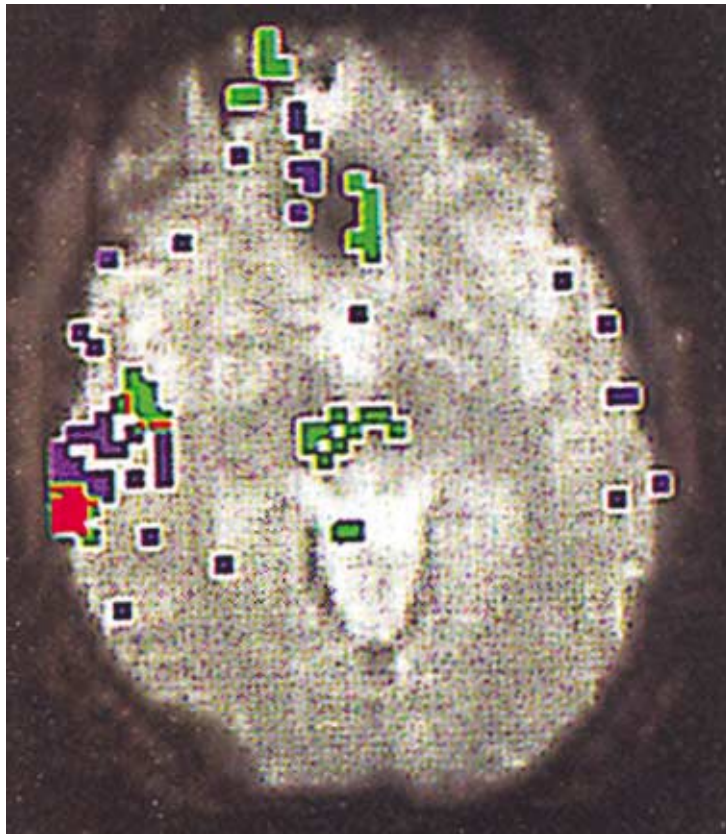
Identification par IRM fonctionnelle des régions cérébrales actives au cours des hallucinations auditives chez un patient schizophrène (d'après Woodruff et coll., 1995)
